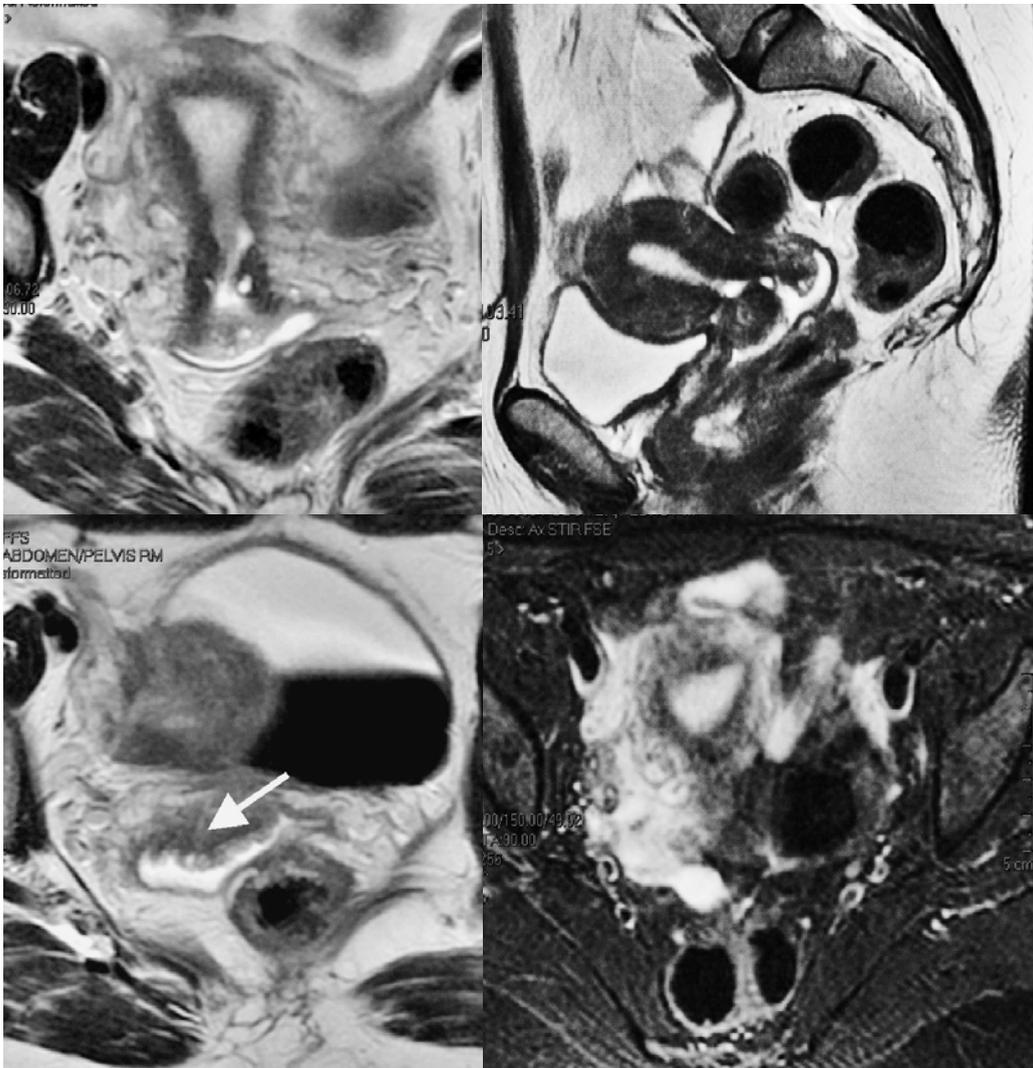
Imágenes de Resonancia Magnética potenciadas en T2, axial y sagital, secuencia STIR axial, de paciente con CaCu mostrando lesión hipointensa irregular dependiente del labio anterior del cérvix, con extensión a parametrio.
